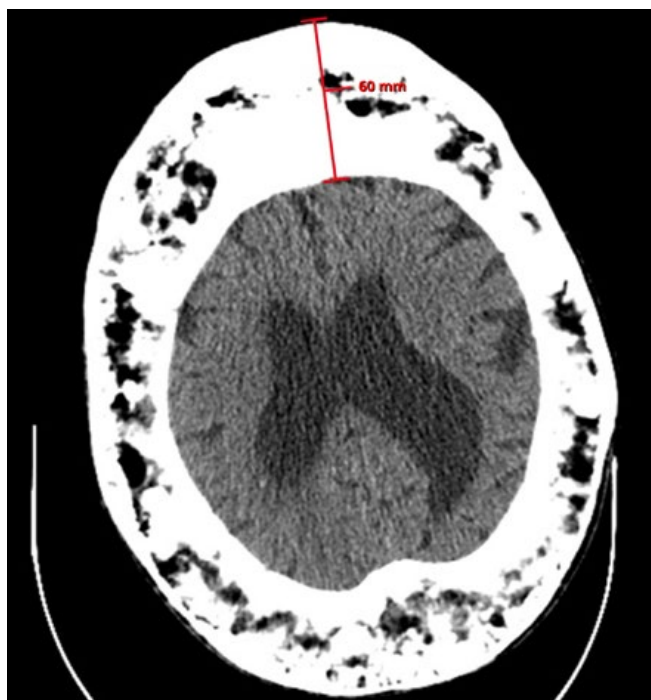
Tomografia computadorizada crânio-encefálica - corte transversal ao nível da maior espessura do crânio, com a medição de 60 mm (segmento a vermelho).
